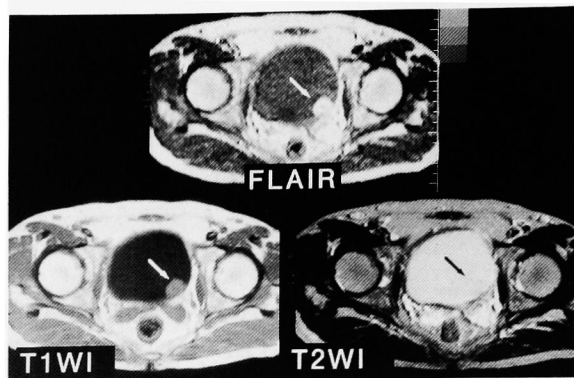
A tumor is seen on the left lateral wall of the bladder. On the FLAIR, the bladder wall is shown as a high signal intensity area, as it was on T2-WI images, and the lesion became clear when the urine was set at a low signal intensity the bladder wall being better defined. The pathological diagnosis was G2 pT1b TCC.
